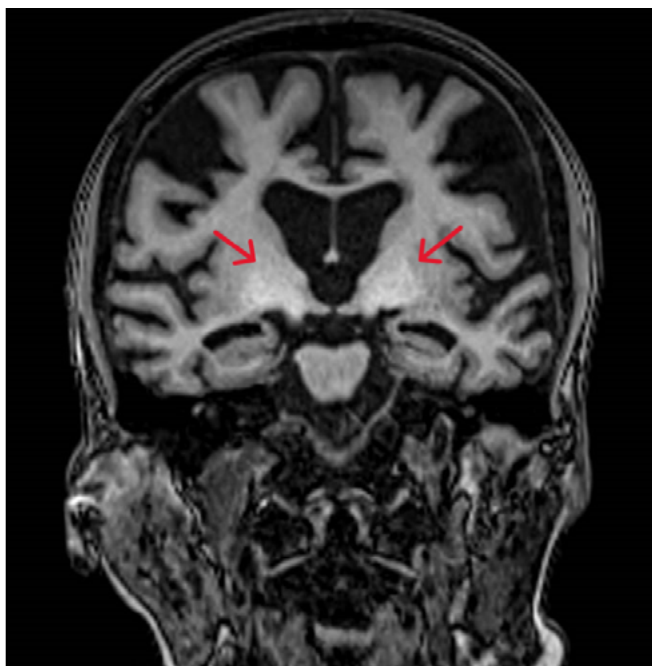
Imagen coronal en RMN T1 que muestran hiperintensidad de forma bilateral y simétrica de los núcleos basales que se extiende a pedúnculos cerebrales.
